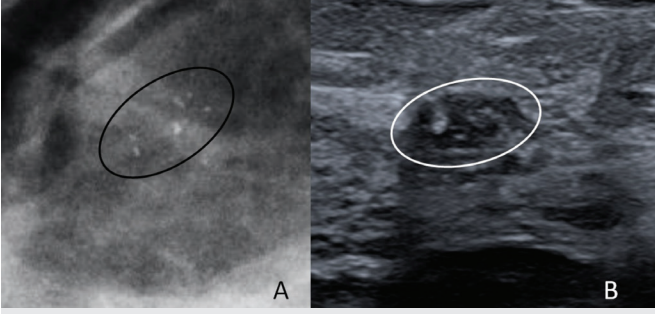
Proliferatif tip fibrokistik değişiklik örneği: 42 yaşında asemptomatik kadın, tarama mamaografisinde retroareolar alanda bölgesel amorf mikrokalsifikasyonlar (A) izlenmekte olup ultrasonografi bakıda mikrokistik zeminde ekojenik fokuslar ve eşlik eden dilate duktal genişlemeler izlenmekteydi (B)
